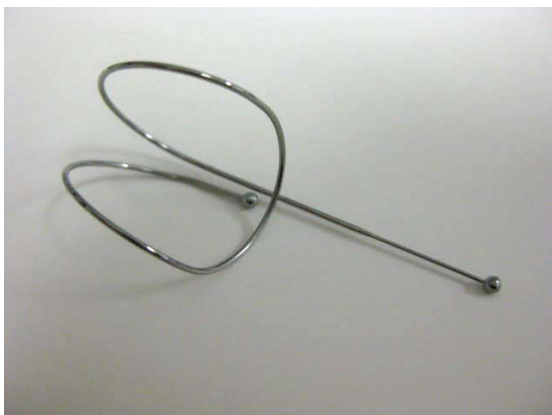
spirale e radiografia del torace dopo l'impianto
